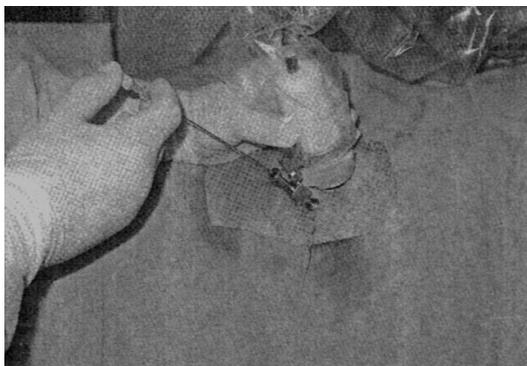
Пункция ЧЛС почки под УЗИ.
